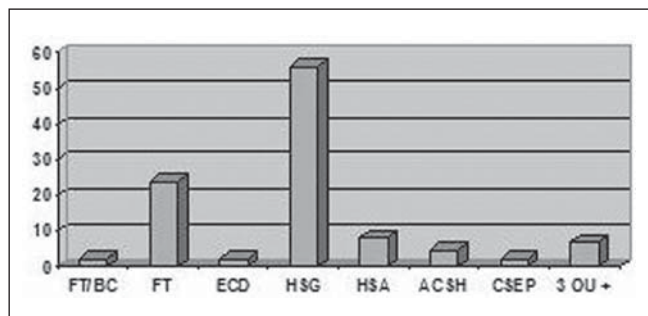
Achados de TC em pacientes com TCE leve. FT/BC, fraturas de base de crânio; FT, fraturas craniofaciais; ECD, edema cerebral difuso; HSG, hematoma subgaleal; HSA, hemorragia subaracnoidea; ACSH, área de contusão cerebral com sufusão hemorrágica; CSEP, céfalo-hematoma externo; 3 ou +, três ou mais achados na TC.
